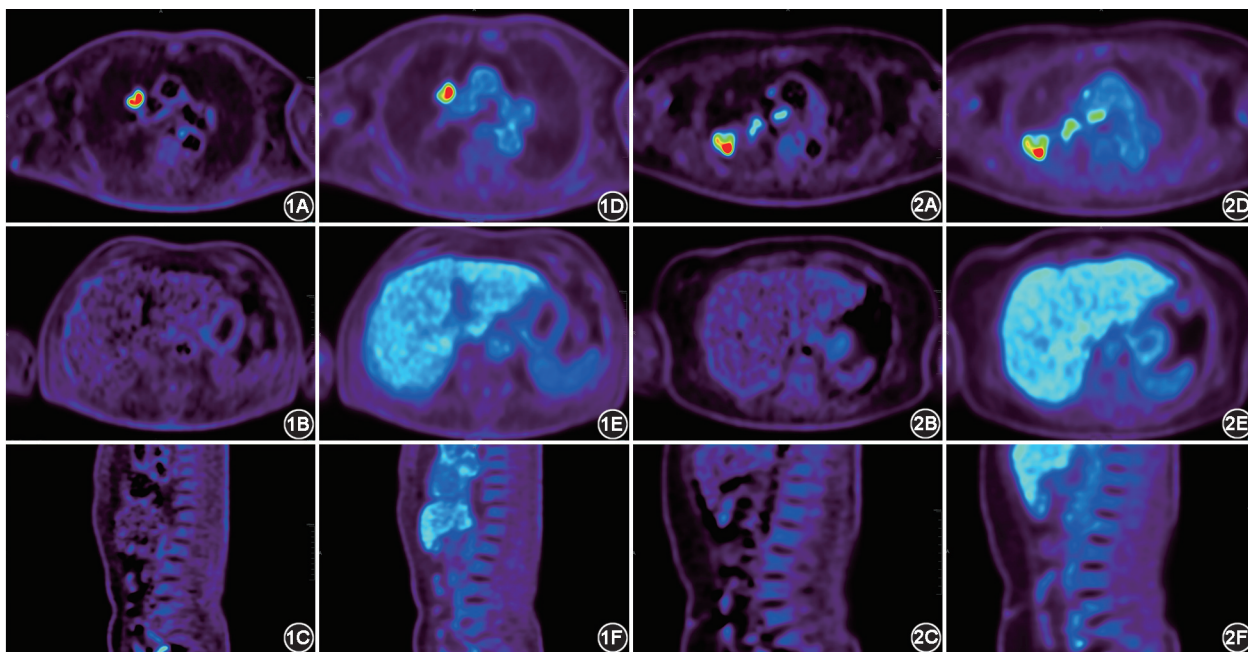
非小细胞肺癌(NSCLC)患者[男,65岁,鳞状细胞癌,无淋巴结转移(N0)] K_i 图(1A~1C)及SUV图(1D~1F) 1A,1D.原发肿瘤轴位 K_i 及SUV图,基于静态PET代谢参数 SUV_{mean} 的靶本比(TBR)- $SUV_{mean}=1.98$,基于动态PET代谢参数 K_i 的TBR- $K_i=4.98$;1B,1E.脾脏轴位 K_i 及SUV图,肝本底均高于脾脏,基于静态PET代谢参数 SUV_{mean} 的脾脏与肝脏的代谢参数比(SLR)- $SUV_{mean}=0.76$,基于动态PET代谢参数 K_i 的SLR- $K_i=0.88$;1C,1F.骨髓矢状位 K_i 及SUV图,静态PET骨髓摄取低于肝本底,动态PET骨髓摄取略高于肝本底,基于静态PET代谢参数 SUV_{mean} 的骨髓与肝脏的代谢参数比(BLR)- $SUV_{mean}=0.54$,基于动态PET代谢参数 K_i 的BLR- $K_i=1.40$ 图2 NSCLC患者[女,65岁,鳞状细胞癌,右肺门及纵隔淋巴结转移(N2)] K_i 图(2A~2C)及SUV(2D~2F)图 2A,2D.原发肿瘤及转移淋巴结轴位 K_i 及SUV图,原发肿瘤TBR- $SUV_{mean}=1.67$,TBR- $K_i=5.74$;2B,2E.脾脏轴位 K_i 及SUV图,肝本底高于脾脏,SLR- $SUV_{mean}=0.74$,SLR- $K_i=0.96$;2C,2F.骨髓矢状位 K_i 及SUV图,静态PET骨髓摄取低于肝本底,动态PET骨髓摄取高于肝本底,BLR- $SUV_{mean}=0.63$,BLR- $K_i=2.29$
